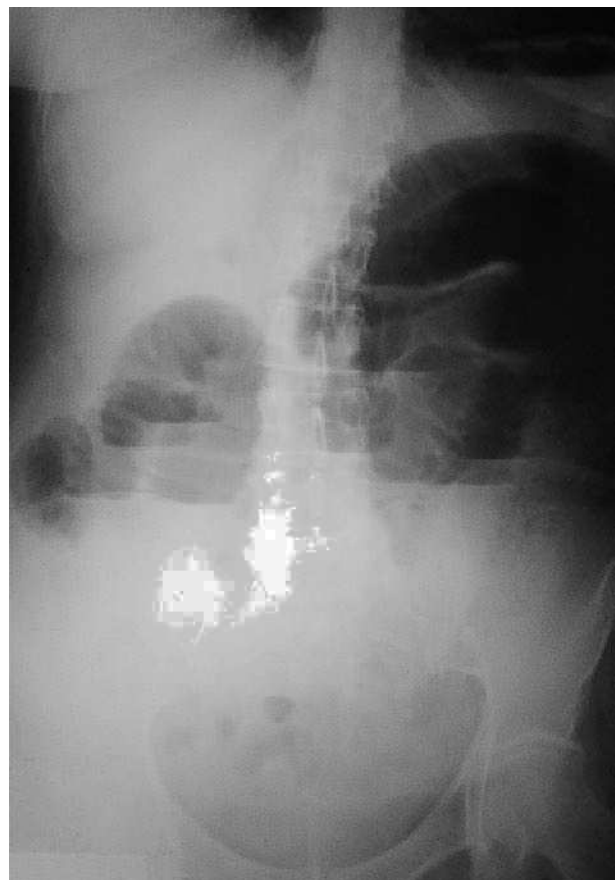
Radiografía de abdomen en bipedestación.
